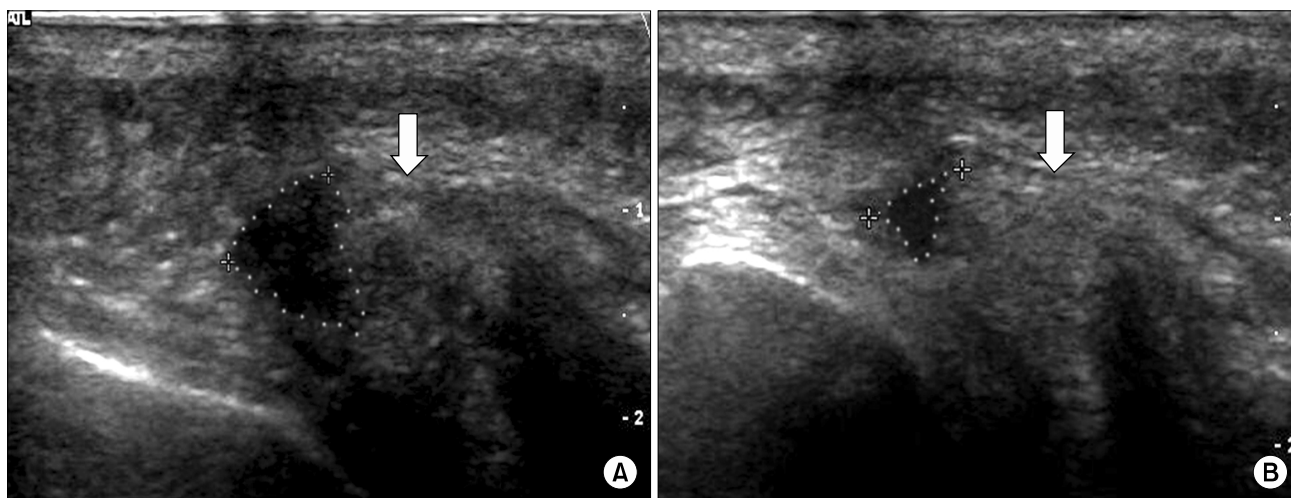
Morton's neuroma with bursitis in sagittal view of ultrasonography before compression (A) and molded hypoechoic mass after compression which means accompanying interdigital bursitis after compression (B). The interdigital nerve (arrow) shows continuity with Morton's neuroma.
